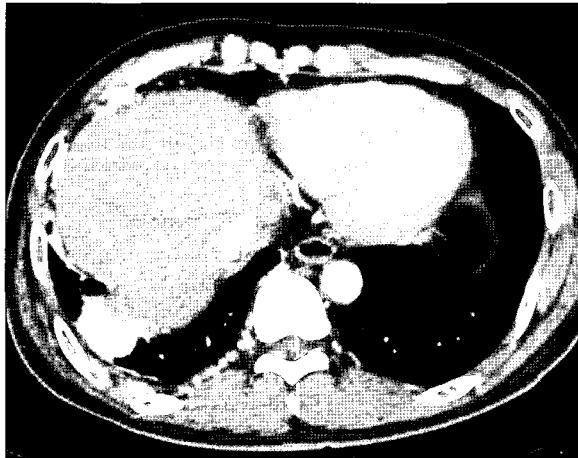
Chest CT showed multiple mass, which were connected with tortuous, dilated intercostal arteries, internal mammary artery and pulmonary vessels, in the subpleural area of right middle lobe and right lower lobe.
